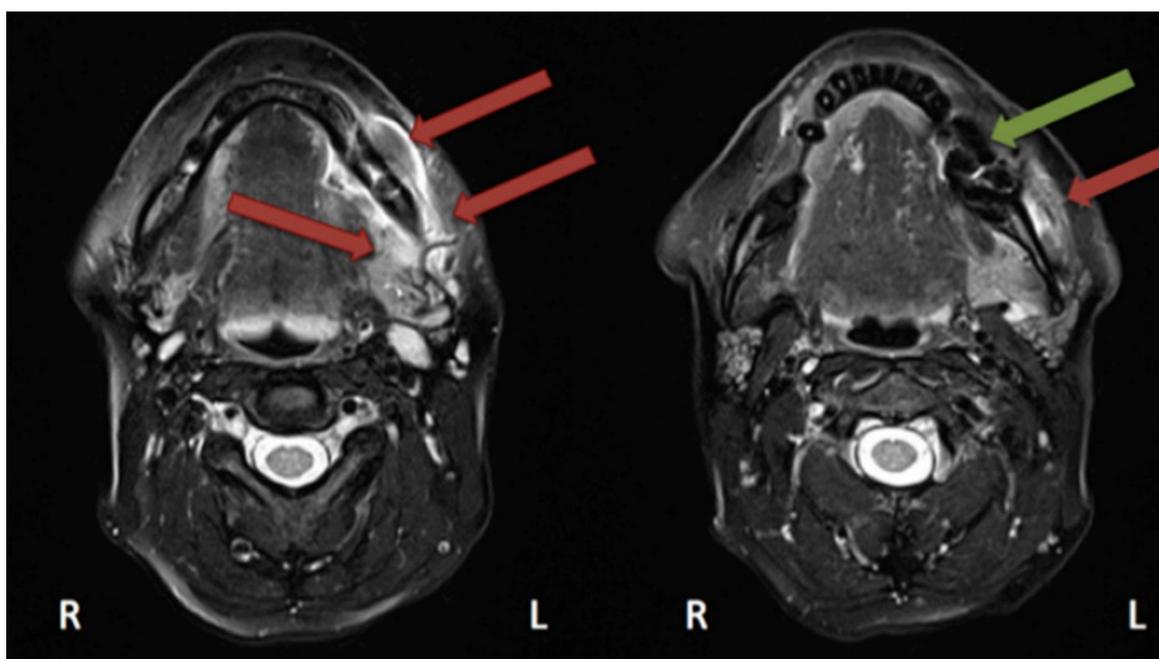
MRI demonstrado sinais de osteonecrose (verde) e de edema (vermelho). (Berg, Mueller, Augello, Berg, & Jaquiéry, 2016)
